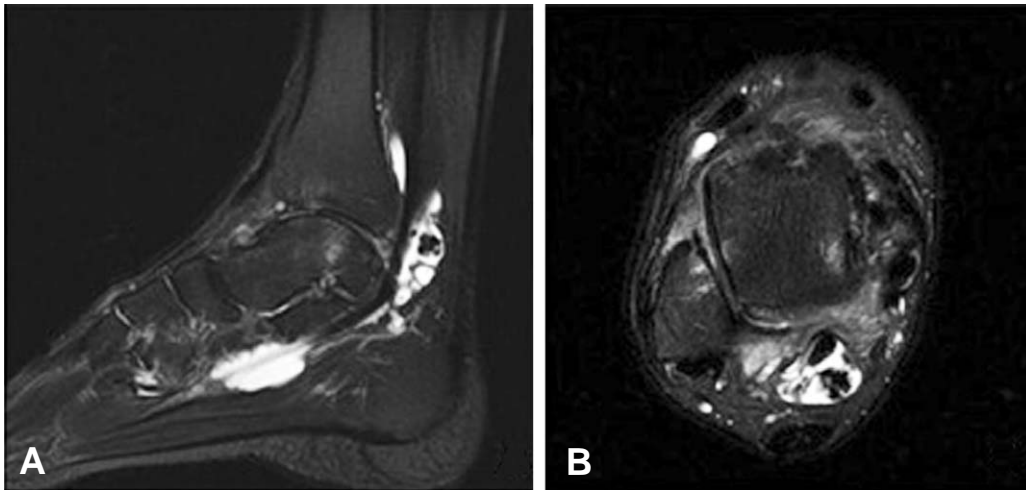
T2-weighted MRI scan of a 57 years-old male patient with flexor hallucis longus tenosynovitis. Increased synovial fluid along the course of FHL tendon (A) and an osseous loose body is observed within the tendon sheath in zone 1 of the FHL tendon (B).
